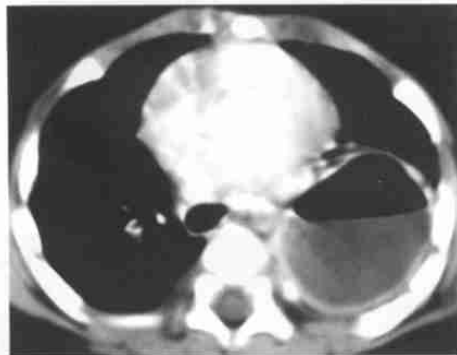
先天性支气管囊肿继发感染CT增强扫描, 囊肿与支气管相通, 囊内形成气液平面, 囊壁增厚, 增强后囊壁强化。
